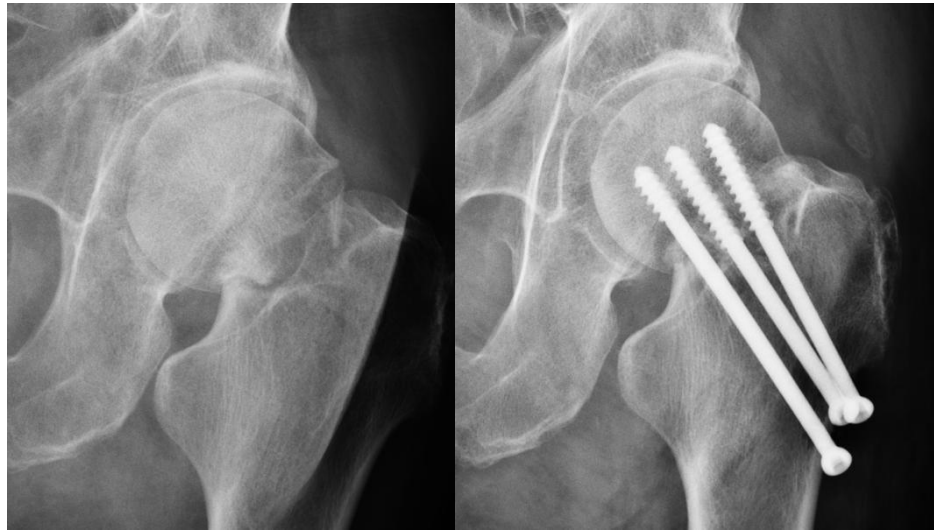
Рентгенограмма проксимального отдела бедра до операции
